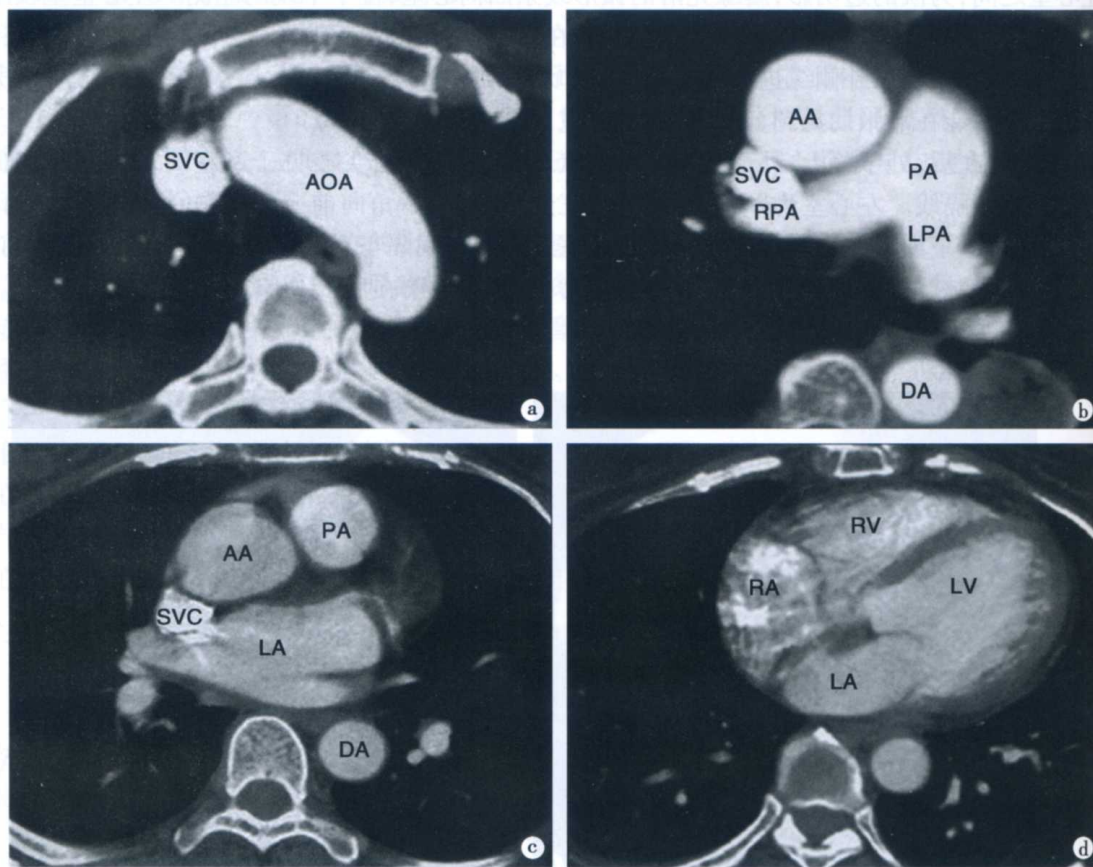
正常心脏横轴位 CT 表现(增强 CT)
